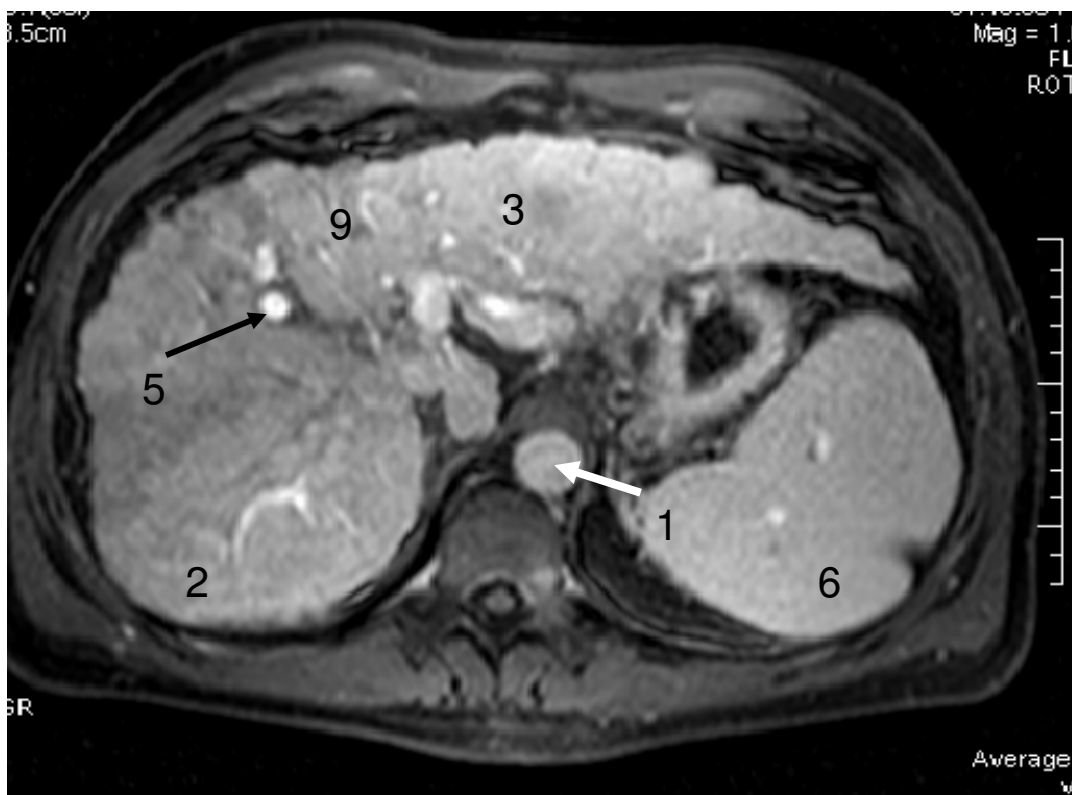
Zirrhotische Leber, Sequenz: TR 123 TE 6,9, MRT 1; Venöse Phase; 1 Aorta; 2 rechter Leberlappen; 3 hypertrophierter linker Leberlappen; 4 Vena cava inferior; 5 Lebervenen; 6 Splenomegalie; 9 knotiger Umbau der Leberoberfläche
